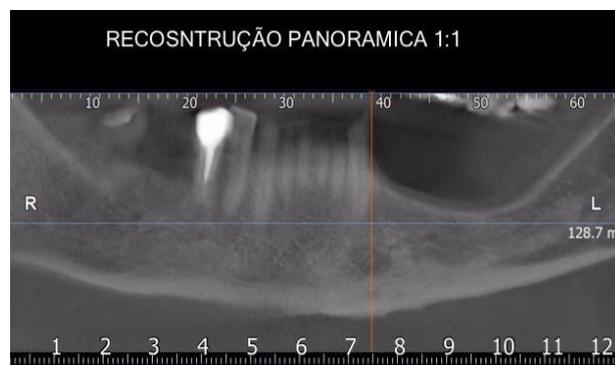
Tomografia Inicial – Vista Panorâmica
